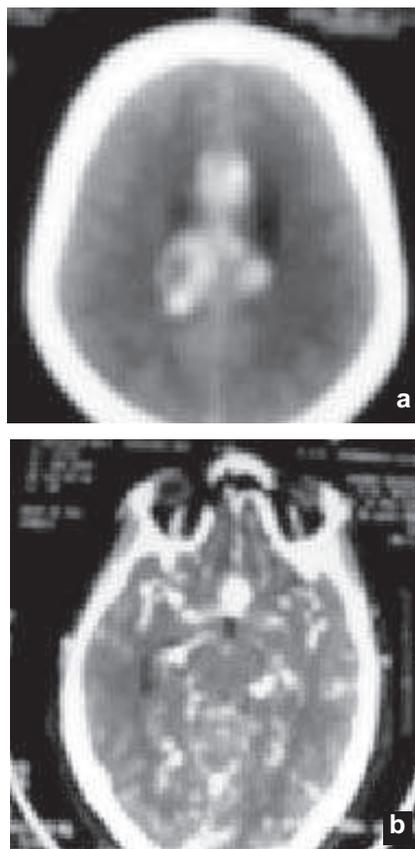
TDM en coupe axiale
